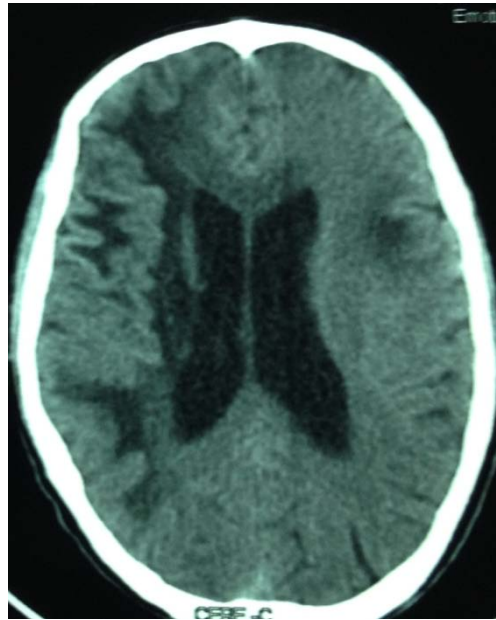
Coupe horizontale d'une TDM cérébrale sans injection : Hypodensité de la substance blanche fronto-temporo-pariétale droite et fronto-pariétale gauche sans effet de masse.
